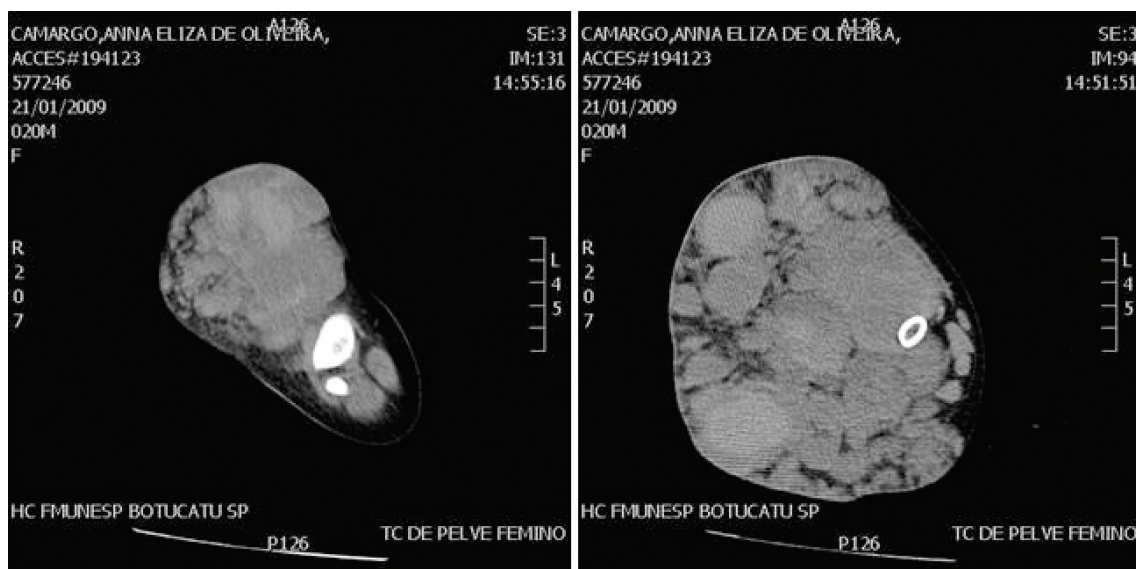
Exame de ressonância magnética mostrando áreas de lesão.
